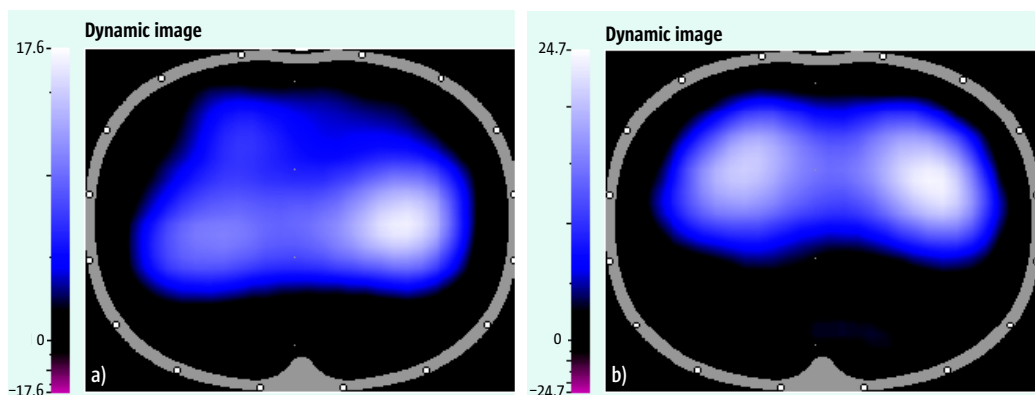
a, b Darstellung von regionaler Ventilation vor (a) und nach (b) Narkoseeinleitung mittels Elektroimpedanztomografie (EIT). Auffällig ist die schwerkraftabhängige Umverteilung der Ventilation nach ventral nach Wegfall der Spontanatmung.
